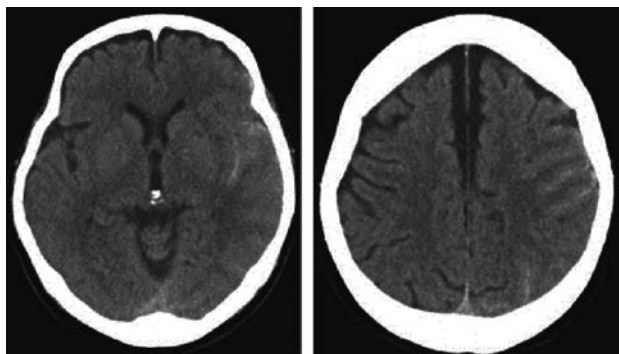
CT scan demonstrated subarachnoid hemorrhage in the left sylvian fissure and left parietal sulcus
